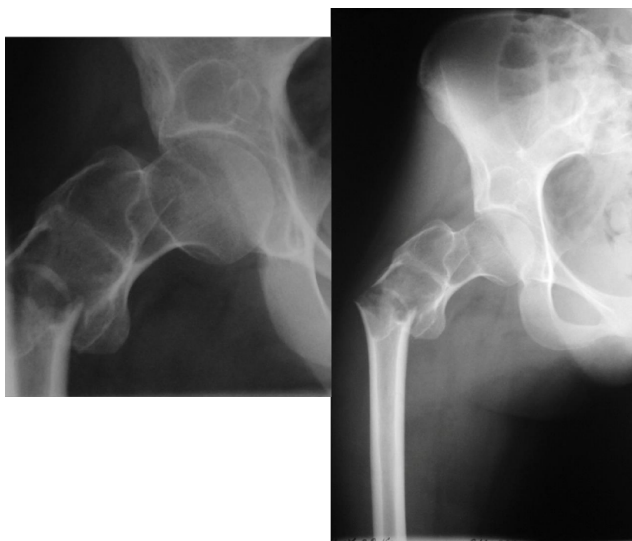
Рентгенограмма проксимального отдела правой бедренной кости пациентки К.
